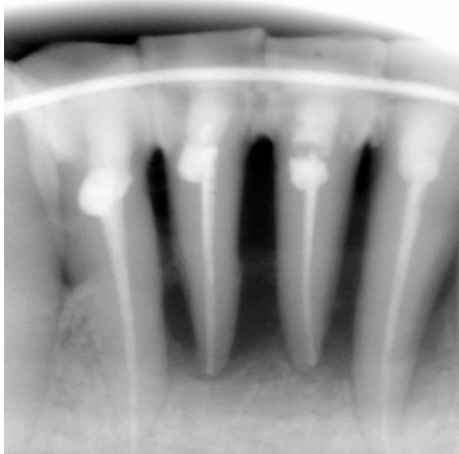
Фотография рентгенограммы б-ной К. Диагноз: Генерализованный пародонтит, хроническое течение 3-4 степени. Состояние твердых тканей пародонта через 6 мес. после лоскутной операции.
